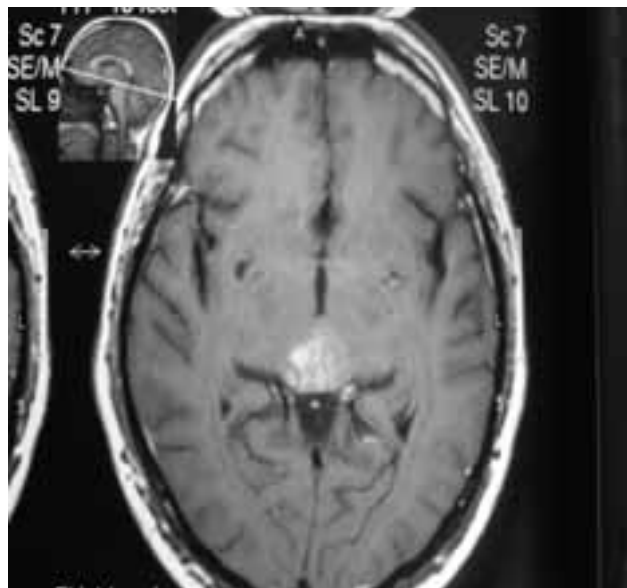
RM axial muestra lesión en región pineal.
